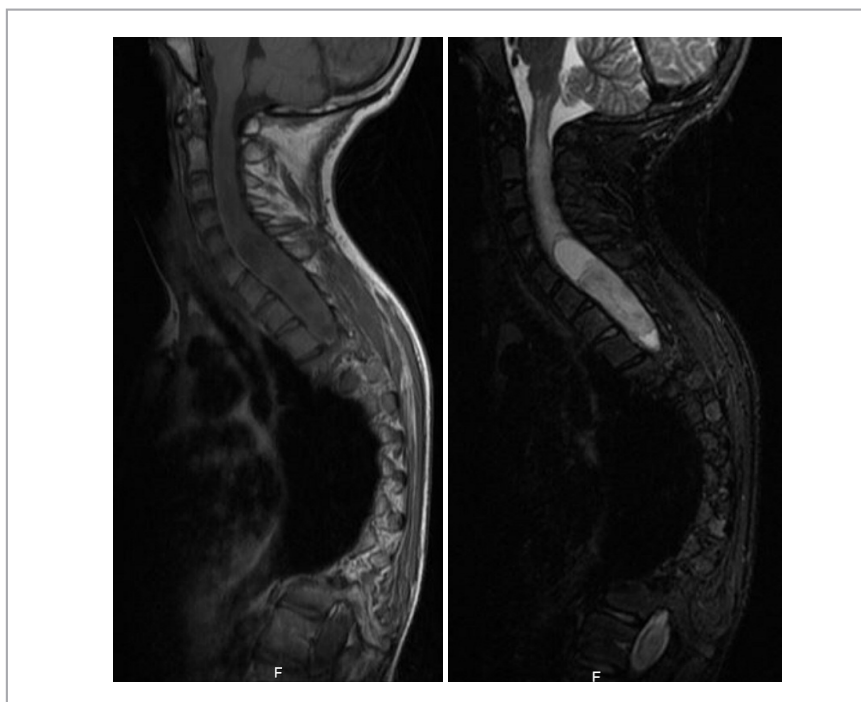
RM do neuroeixo do adolescente descrito no caso clínico 1.
